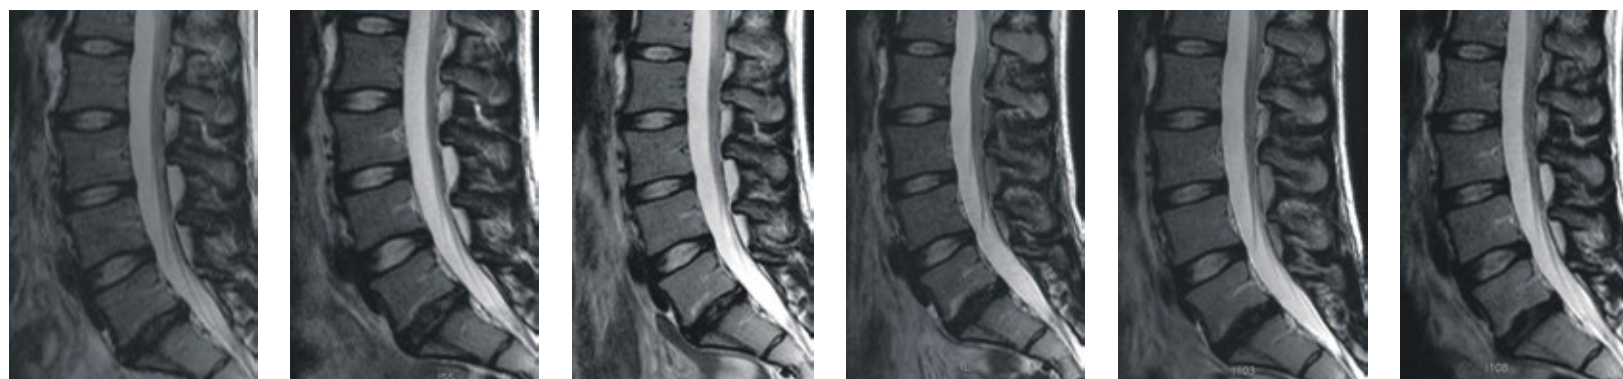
MRT-Verlaufskontrolle einer 28-jährigen Patientin nach Transplantation LWK 5/SWK 1
